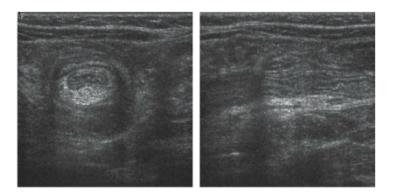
Échographie d'invagination intestinale aiguë.
